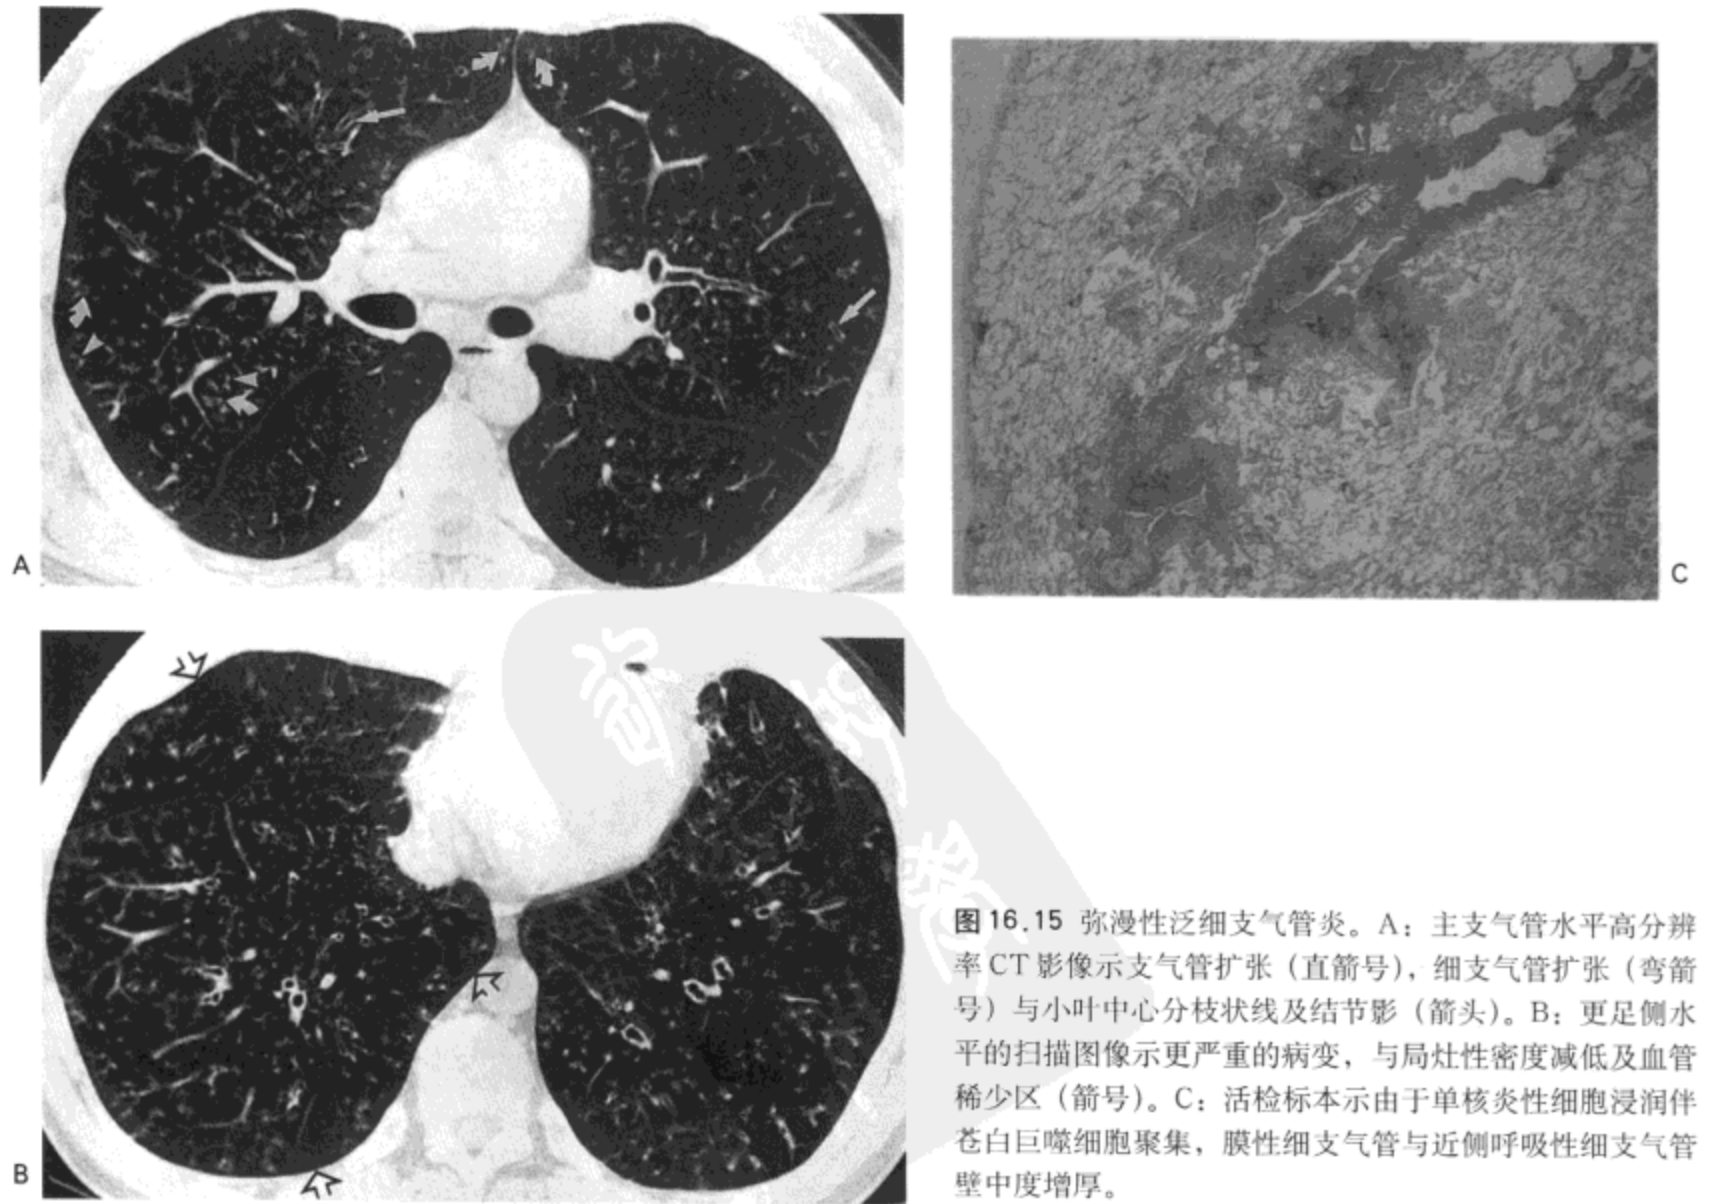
弥漫性泛细支气管炎。A: 主支气管水平高分辨率 CT 影像示支气管扩张 (直箭号), 细支气管扩张 (弯箭号) 与小叶中心分枝状线及结节影 (箭头)。B: 更足侧水平的扫描图像示更严重的病变, 与局灶性密度减低及血管稀少区 (箭号)。C: 活检标本示由于单核炎性细胞浸润伴苍白巨噬细胞聚集, 膜性细支气管与近侧呼吸性细支气管壁中度增厚。
